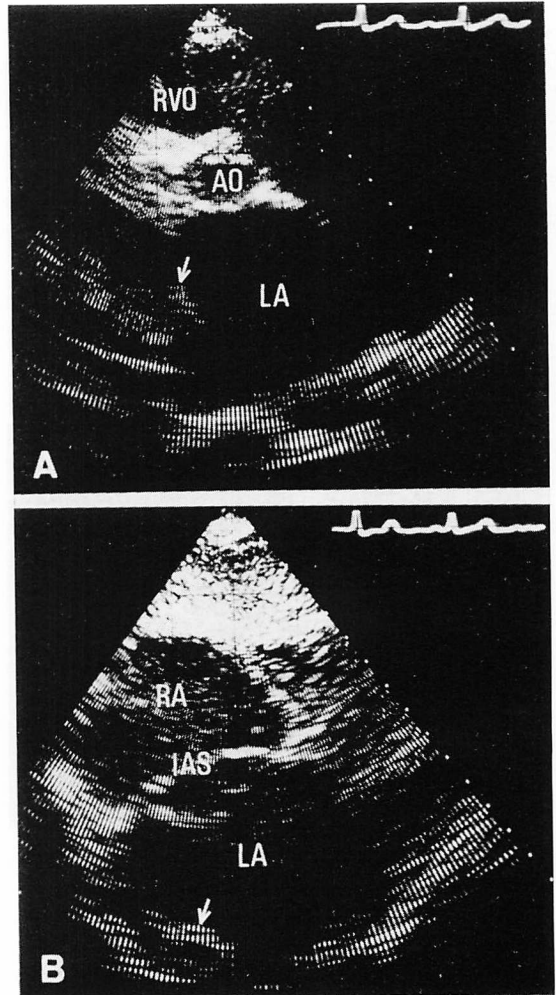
Cross-sectional echocardiograms in a 48-year-old female with MS+ASi.
